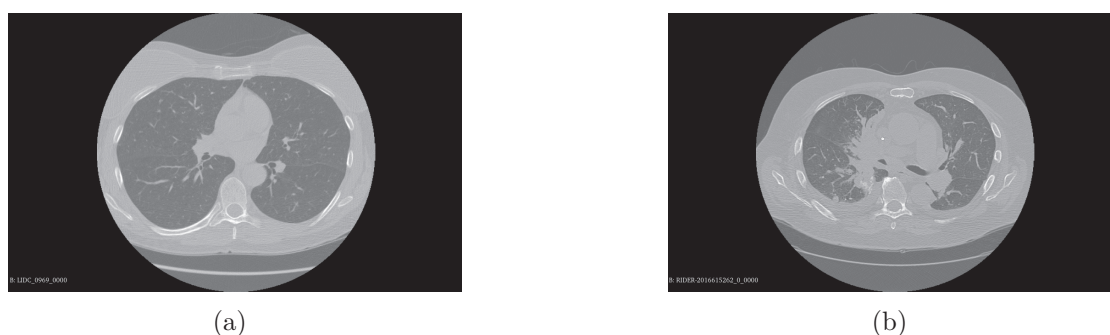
Imagens de TC representativas das bases de dados: (a) BD_1 e (b) BD_2 .
